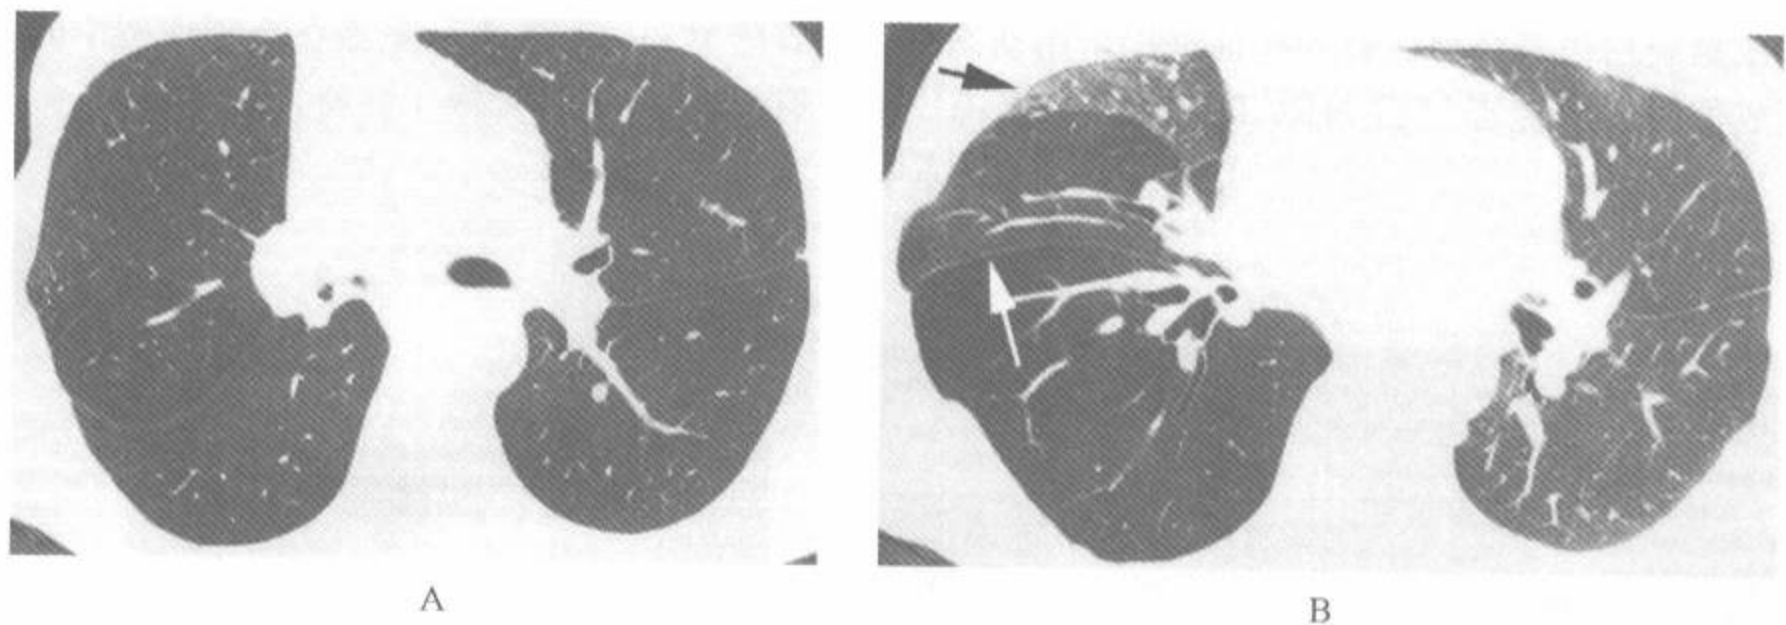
用螺旋扫描机获得的动态性呼气 HRCT
